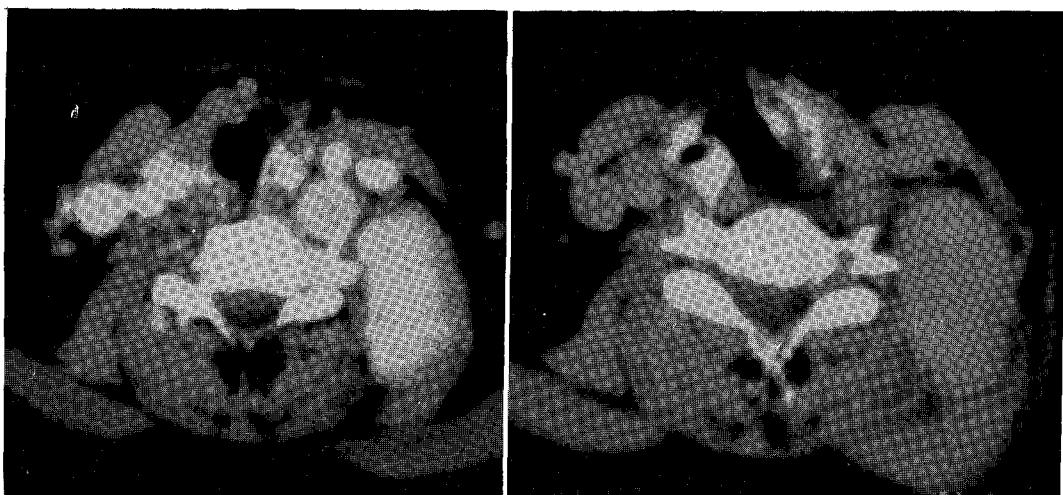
CT Finding of the Desmoid Tumor in the Neck.
